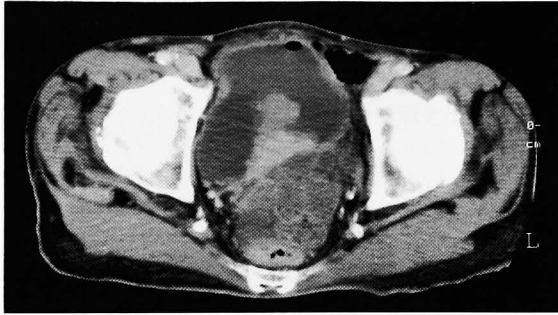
Pelvic enhanced CT revealed an inhomogeneous mass in continuity with prostate protruding into the bladder.
